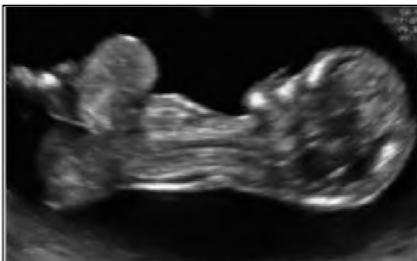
Ecografía de onfalocele.*
